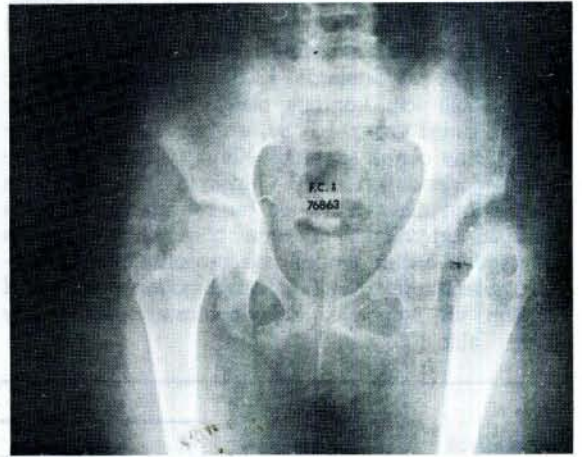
Olgunun 47 aylık izleme sonunda kontrol grafisi. Klinik sonuç sol tarafta iyi, sağ tarafta çok iyi, radyolojik sonuç her iki tarafta iyi olarak değerlendirildi.
